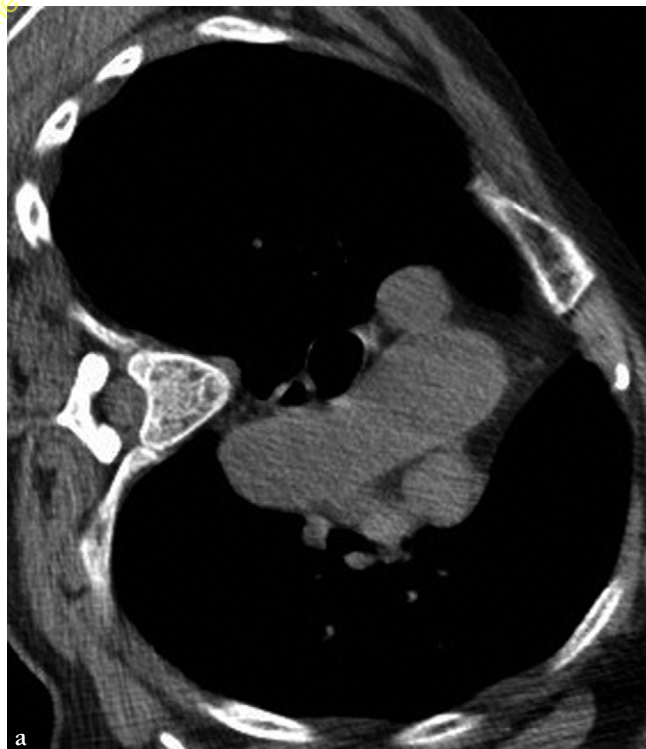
Biopsie d'une adénopathie médiastinale antérieure gauche par abord parasternal en décubitus latéral et avec utilisation d'une aiguille à double mandrin.
